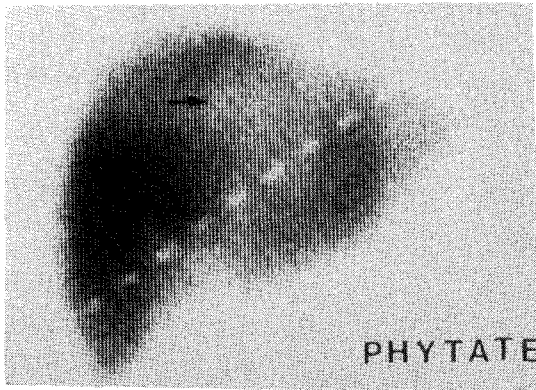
A.  $^{99m}\text{Tc}$ -phytate scintigraphy shows a round cold area in the superior aspect of the right lobe of liver.
